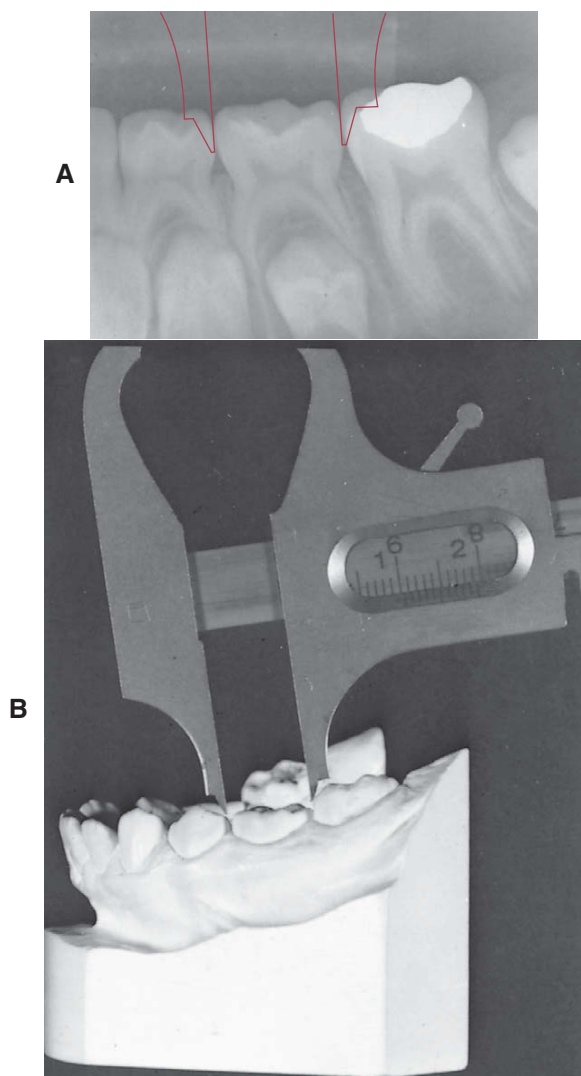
Para corrigir a ampliação em radiografias, o mesmo objeto é medido no modelo (B) e na radiografia (A), o que irá proporcionar o percentual de ampliação. Esta razão é utilizada para corrigir a ampliação do dente não erupcionado.
